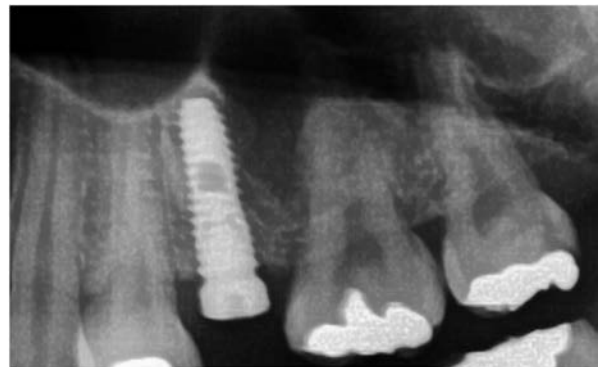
Radiograph taken after Implant OP of the case 1.
